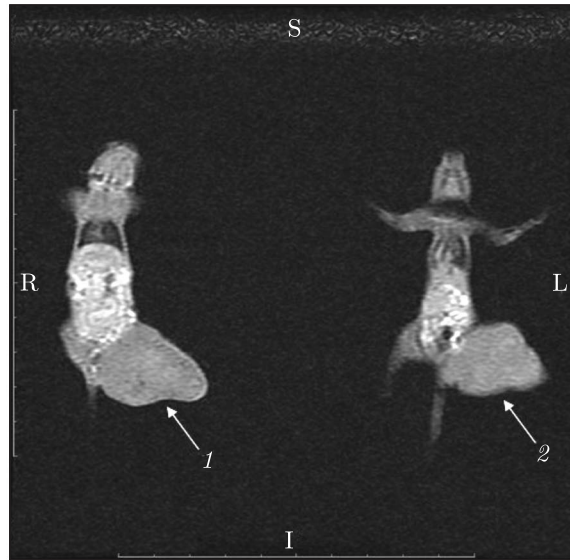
МРТ-зображення миші з карциномою легені Льюїс через 22 доби після трансплантації пухлини та впливу офіціального ДР (1) і комплексу ГД з ДР з одночасною дією ЕО (2)
